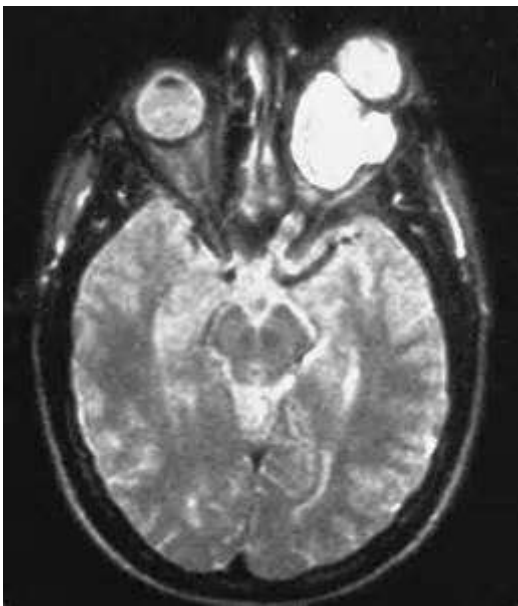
Imagen de resonancia magnética de un tumor retrobulbar de nervio óptico (AFIP Atlas of Tumor Pathology, de acuerdo a la entrada #406908)
